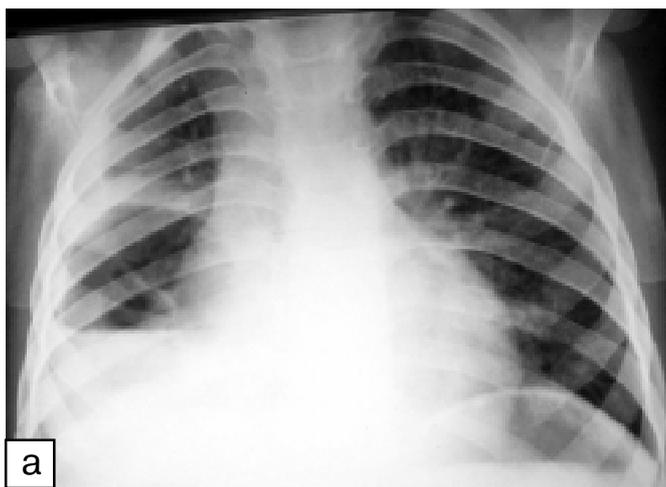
Рентгенограма хв. З., 3 р. В динаміці через 15 діб: а — у проекції інфільтрації (нижній частці) сформувалася порожнина абсцесу овальної форми з товстими стінками та рівнем рідини до 1/3; б — права бічна рентгенограма того ж хворого
